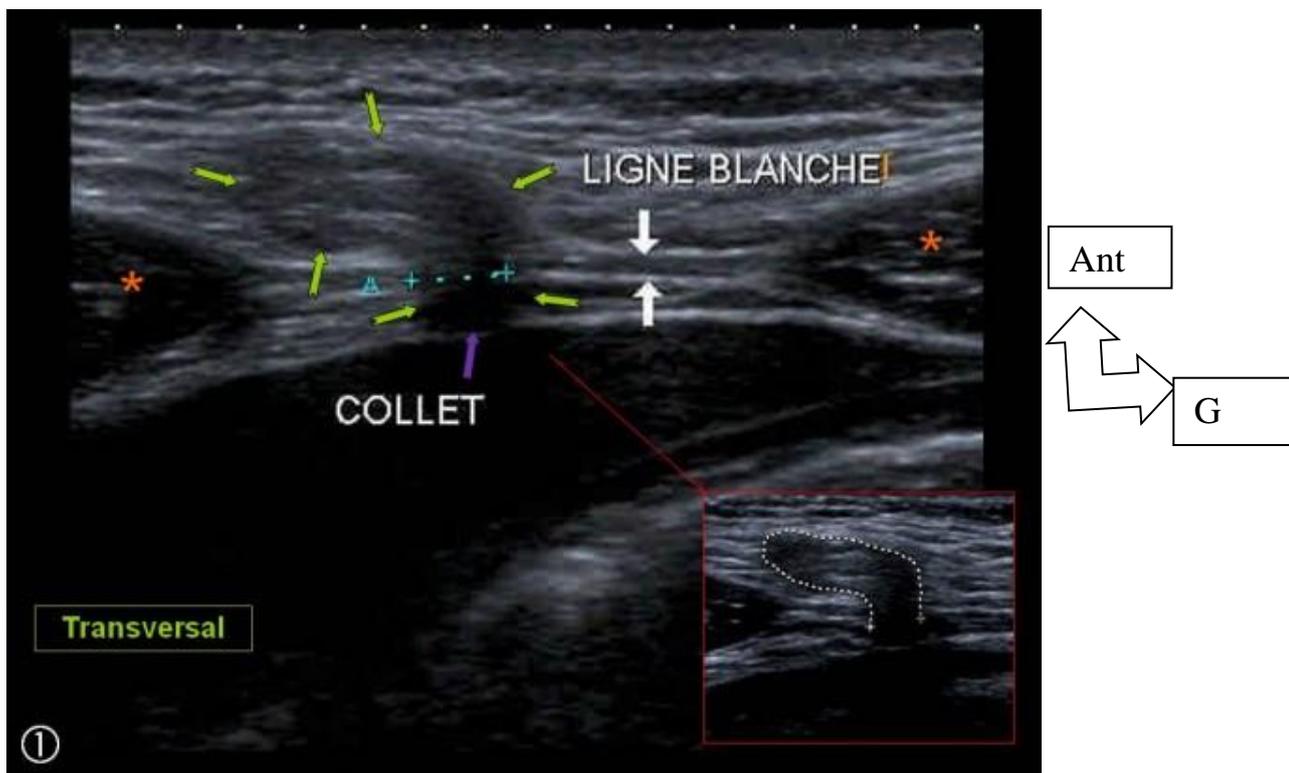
image échographique d'une hernie de la ligne blanche étranglée
